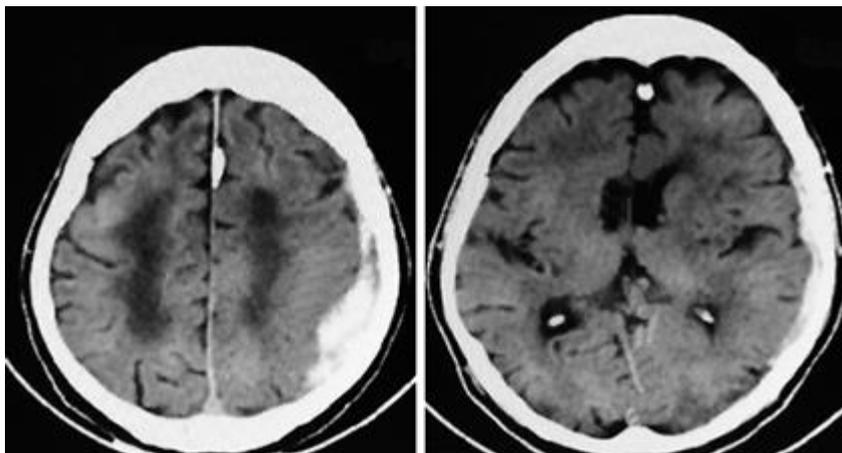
Tomografía computarizada de cráneo inicial.
